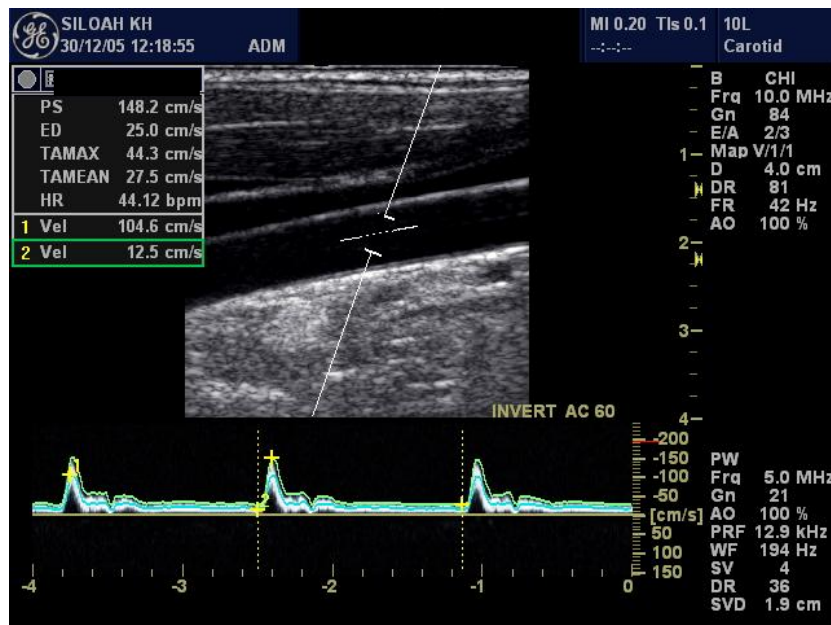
PW-Dopplerspektrum einer A. carotis communis (Routineuntersuchung). Grün dargestellt ist die Kurve der maximalen Geschwindigkeiten V_{max} mit Angabe der systolischen Spitzengeschwindigkeit (PS) und der enddiastolischen Geschwindigkeit (ED), blau die Kurve der zu jedem Zeitpunkt mittleren Geschwindigkeiten V_{mean} mit zugehörigem PS_{mean} (V_1) und ED_{mean} (V_2). T_{Amax} und T_{Amean} bezeichnen hierbei die auf den gesamten Zeitraum gemittelte maximale bzw. mittlere Geschwindigkeit.
